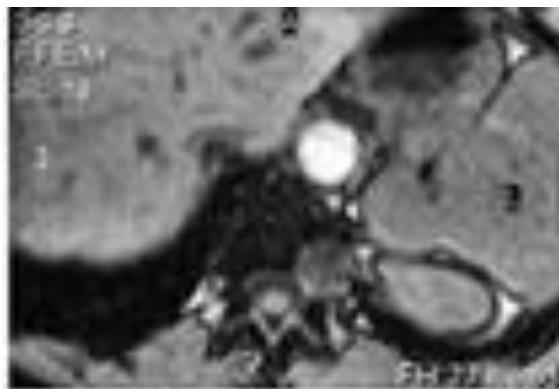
MR images show accessory spleen (arrow) is isointense with main spleen as an adrenal mass.
